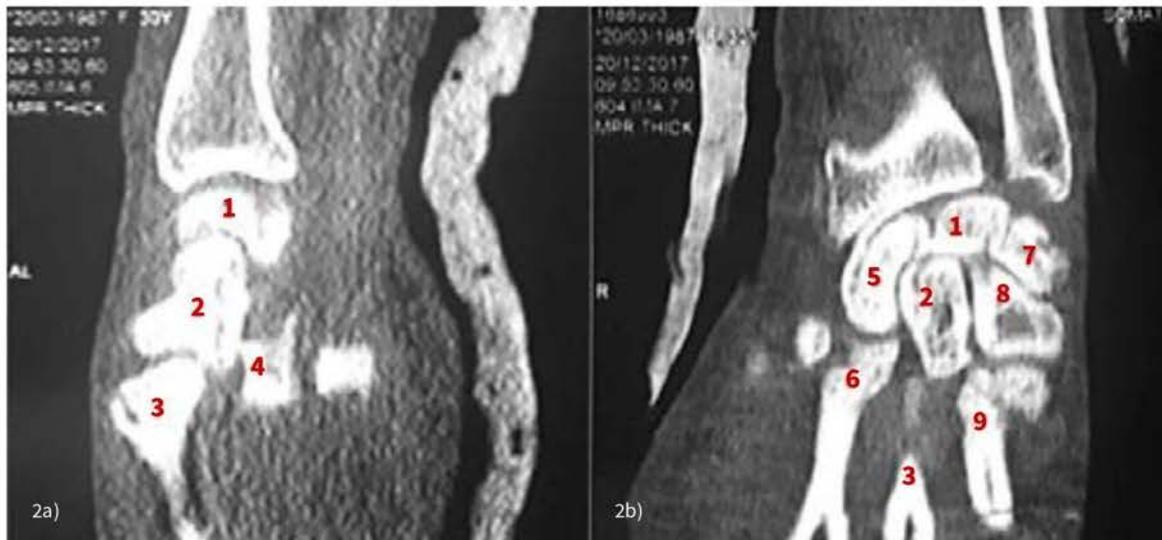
TAC simple de mano izquierda. Corte sagital. Figura 2b: Corte Coronal. 1. Semilunar, 2. Hueso grande, 3. Tercer metacarpiano, 4. Trapezoide, 5. Escafoides, 6. Segundo metacarpiano, 7. Piramidal, 8. Ganchoso, 9. Cuarto metacarpiano.
